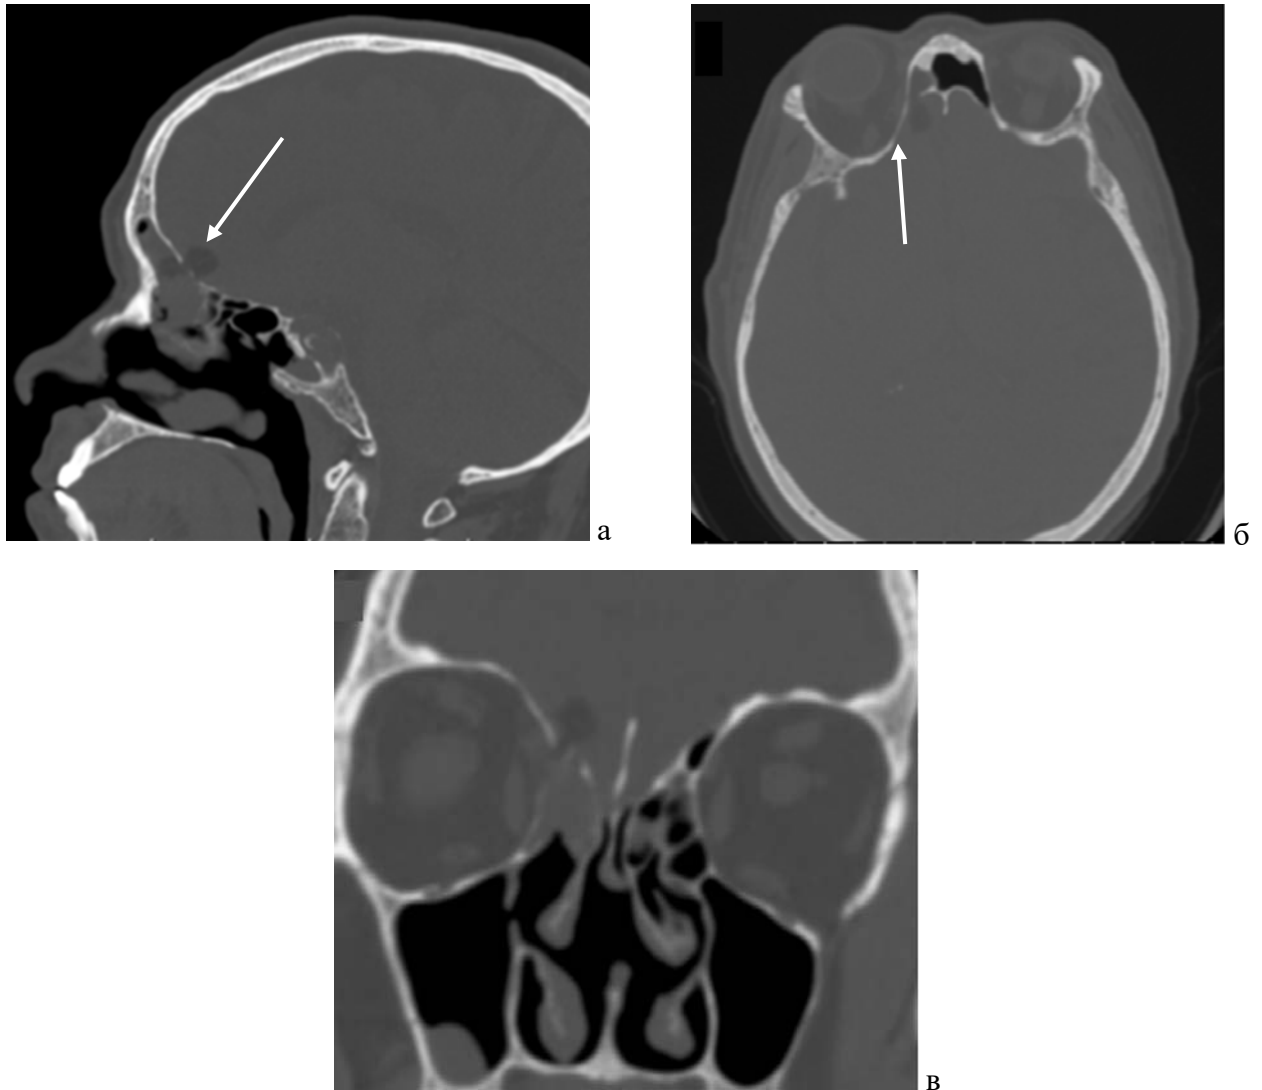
КТ после повторной операции: а - сагиттальная проекция, б - аксиальная проекция, в - фронтальная проекция. Жировая клетчатка установлена интракраниально (отмечено стрелками)
